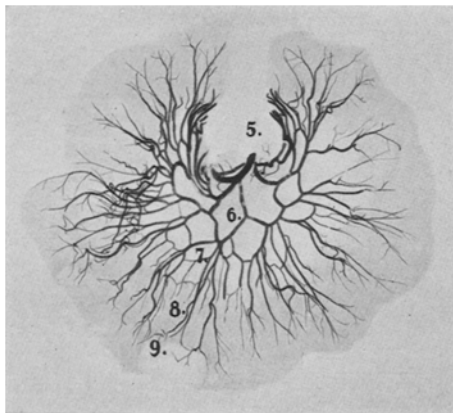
Darstellung der unteren 6 Gefäßstufen im arteriellen Gefäßsystem an der Dünndarmschlinge eines Neugeborenen. (Röntgenaufnahme nach Kontrastmittelinjektion.)
